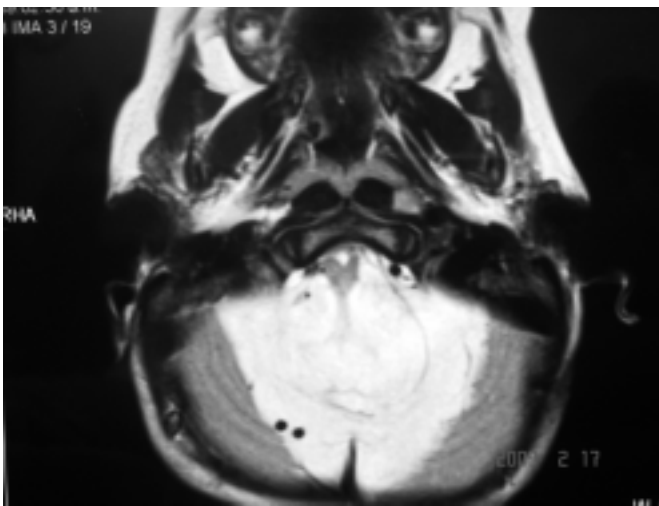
IRM cerebral corte axial que muestra tumoración cerebelosa bilateral que compromete tallo cerebral y mantiene parcialmente el patrón foliar.
